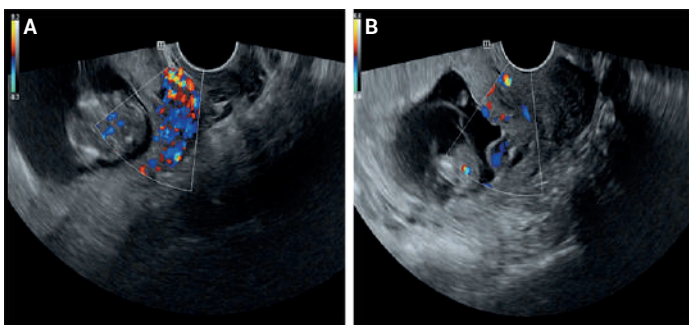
A. Ecografía transvaginal longitudinal que muestra la placenta en la cicatriz uterina con datos de hipervascularidad en su porción posterior; B. Feto implantado en el segmento del istmo cervical a nivel de la cicatriz de cesárea.
